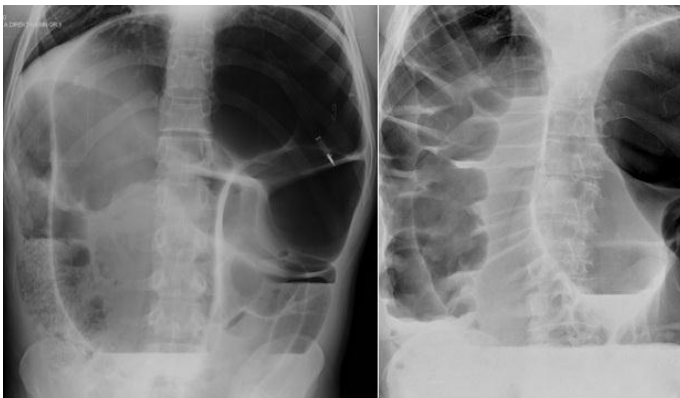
Standing abdominal X-ray in sigmoid colon torsion
